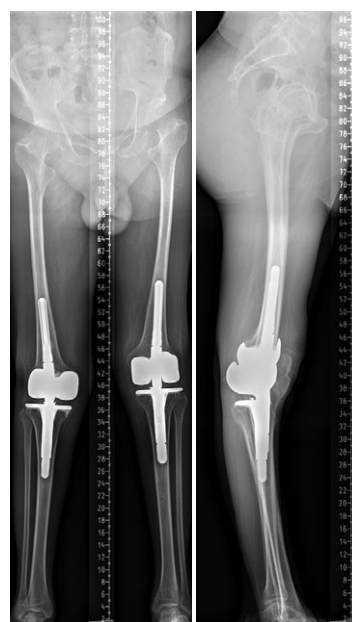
Телерентгенограммы пациента после второго этапа операции
